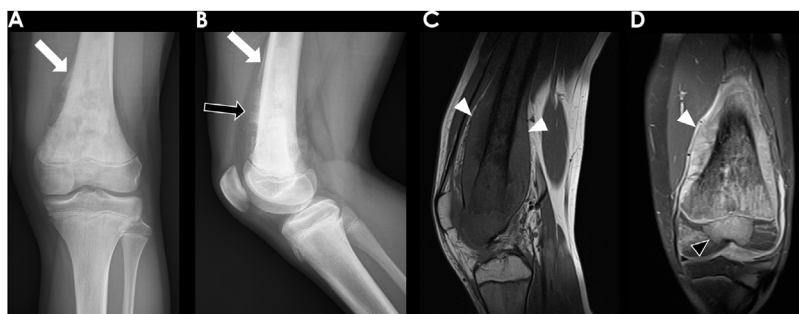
Niño de 13 años con un osteosarcoma originado en la metáfisis distal del fémur izquierdo. Las radiografías frontal y lateral (A y B, respectivamente) mostraban una lesión metafisaria agresiva con patrón blástico osteoide y reacción perióstica agresiva en forma de cepillo (flecha negra) y triángulo de Codman (flechas blancas). La RM sagital T1 (C) y la RM coronal T1 con supresión de grasa tras la administración de gadolinio (D) mostraron un gran componente de partes blandas (puntas de flecha blanca) y la extensión tumoral a través de la fisis hasta la epífisis (punta de flecha negra).
